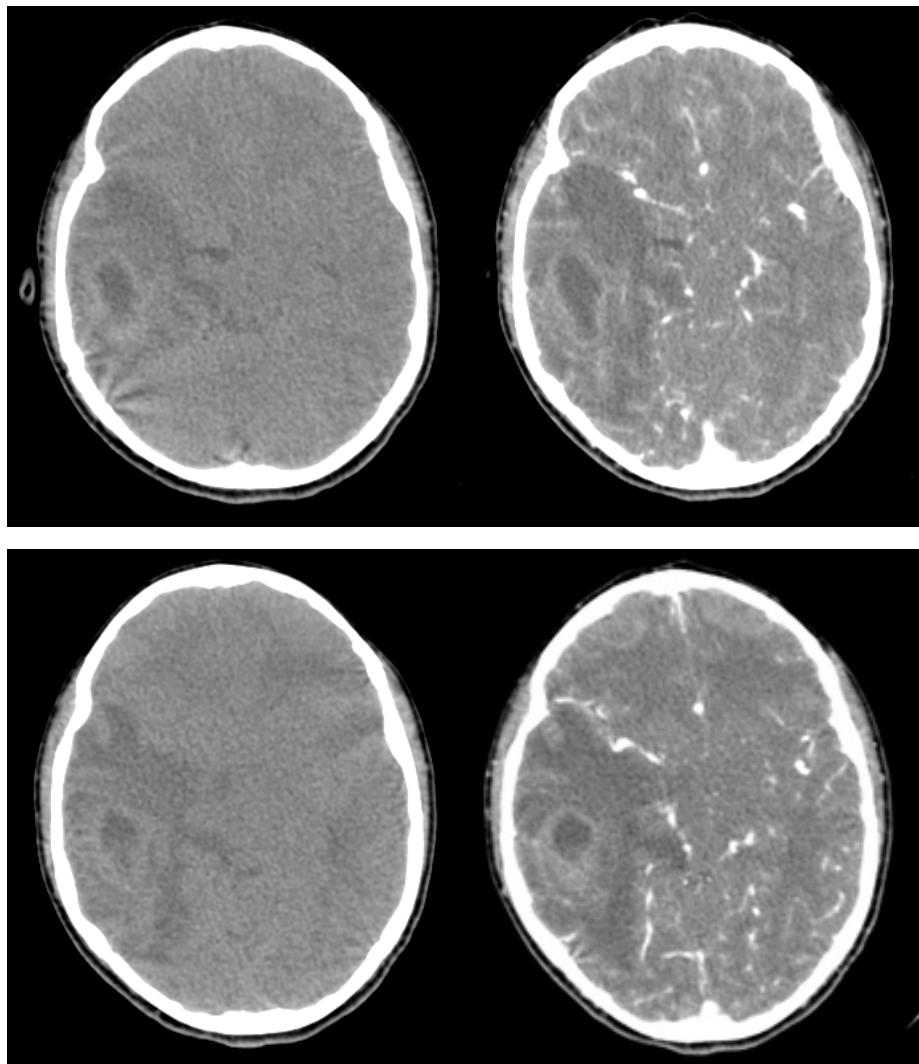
TAC cerebral sin y con contraste al ingreso de la paciente a emergencia: Se observa lesión circunscrita hipodensa de bordes hiperdensos con discreta captación de contraste e hipodensidad periférica ejerciendo efecto de masa.
